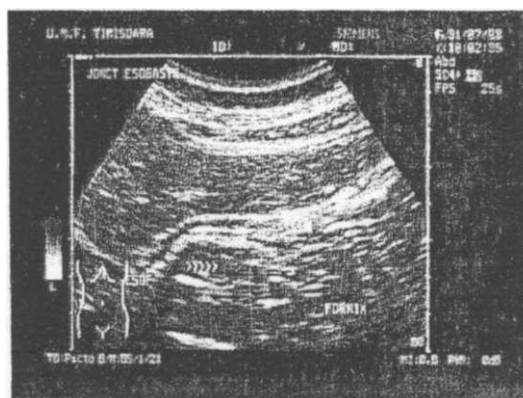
Ecografia joncțiunii esogastrice
